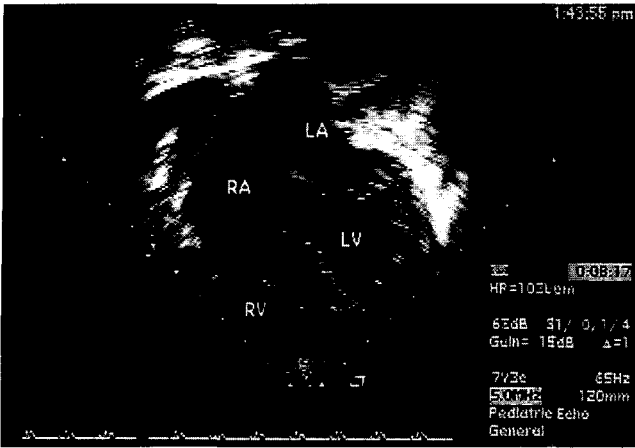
Postoperative transthoracic echocardiography showing the normalized right atrium. LA, left atrium; LV, left ventricle; RA, right atrium; RV, right ventricle.
